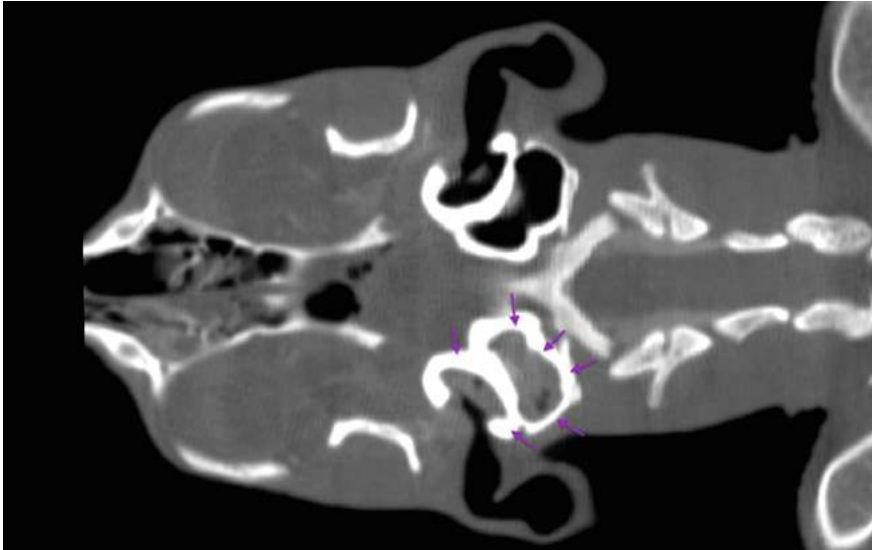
imagen de TC. Corte axial en el que se aprecia la afectación de ambos compartimentos de la bulla timpánica derecha (flechas moradas)
